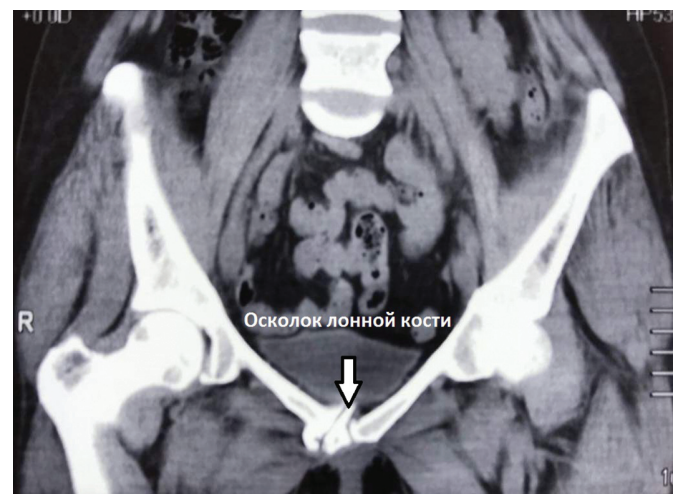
Больная А. Компьютерная томограмма таза
